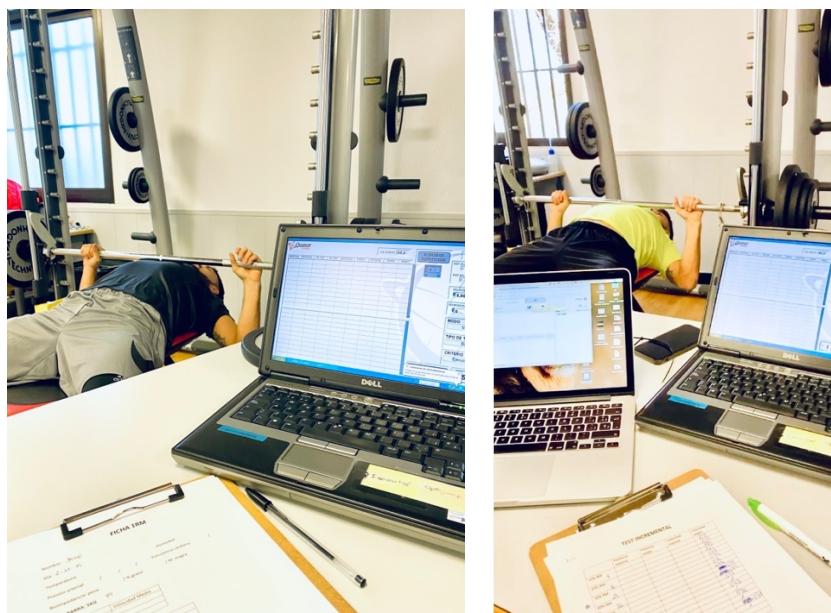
Participante realizando la prueba de la 1RM (imagen de la izquierda) y test incremental en el *press banca* en máquina guiada (imagen de la derecha). Imágenes propias. // 1RM: una repetición máxima.
